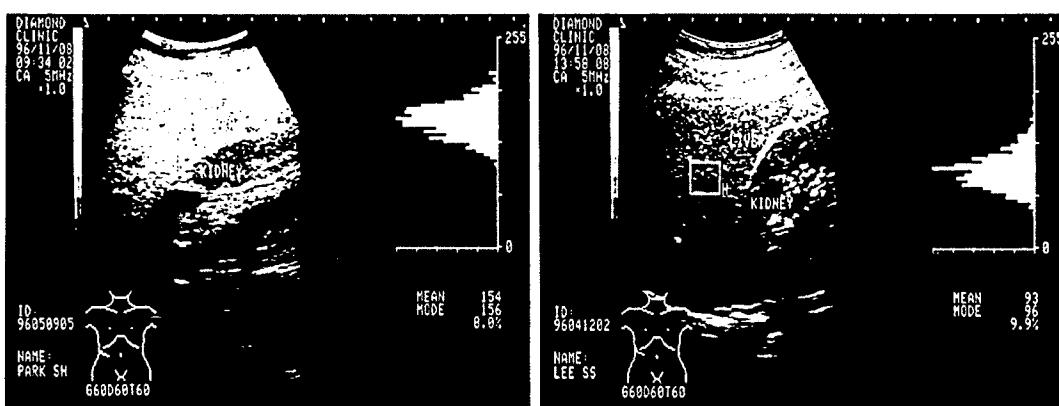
Ultrasonographic Liver Fat Density : Area of the highest echo level in the liver is selected and measured by echo histogram(right upper image area). The measured value is displayed in the form of mean(average grey level inside the cursor : 0-255)and mode(maximum) grey level : 0-255and percentage : %. Fatty liver (A) : Echo level of the parenchyma is much higher than that of kidney compared to normal liver(B).(RT-fino, General Electric Medical Systems, U. S. A.).
